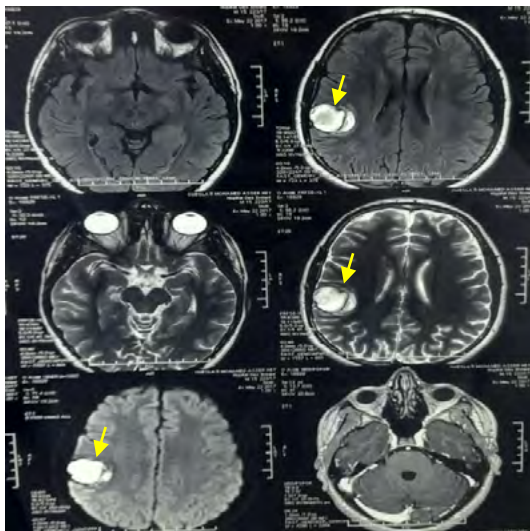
Angio-IRM cérébrale : hématome intra parenchymateux pariétal droit (flèche jaune)
